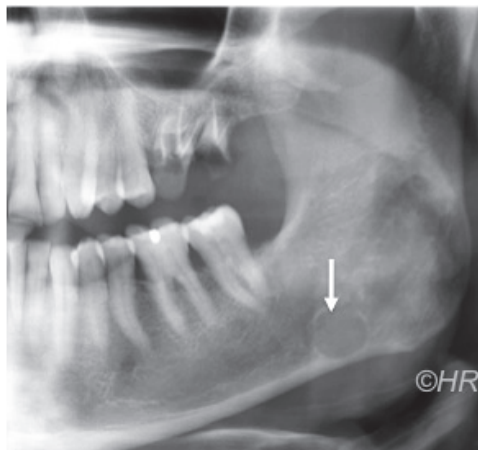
Radiographie de la lacune de Stafne
